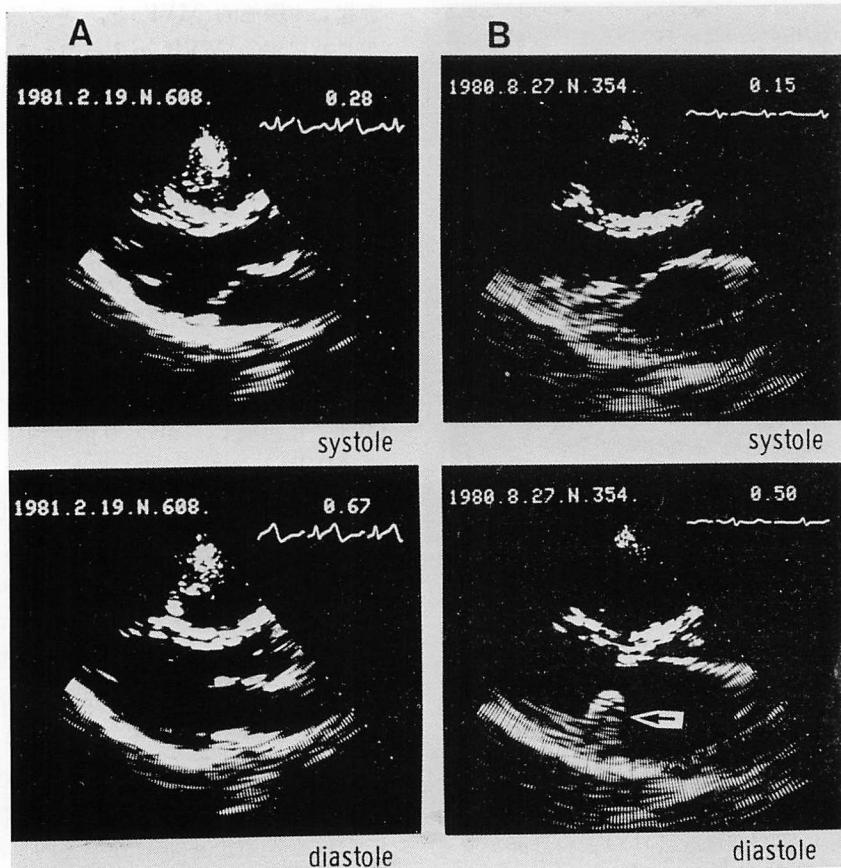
Postoperative long-axis two-dimensional echocardiograms from patients of atrial septal defect with mitral valve prolapse.
